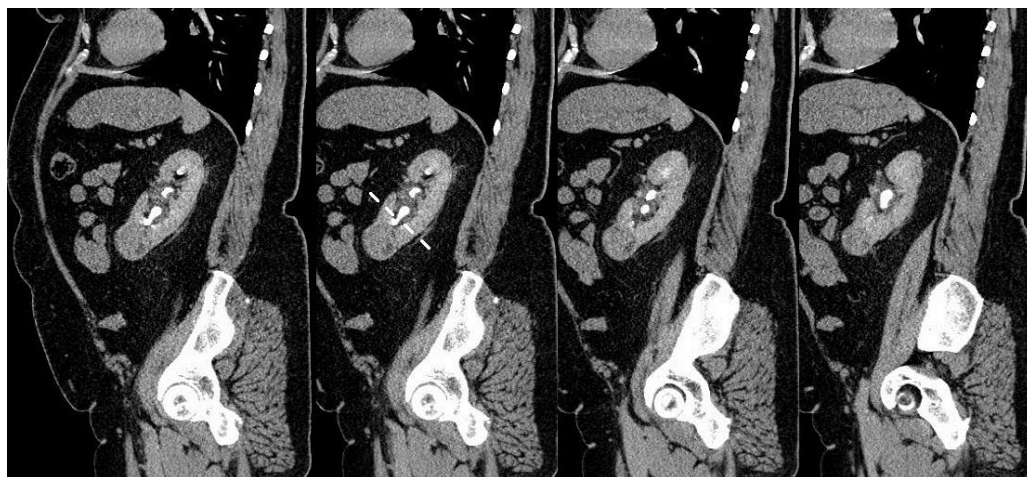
Пациентка X. Сагиттальные томограммы перед операцией; пунктиром отмечен план резекции опухоли (описание в тексте)
